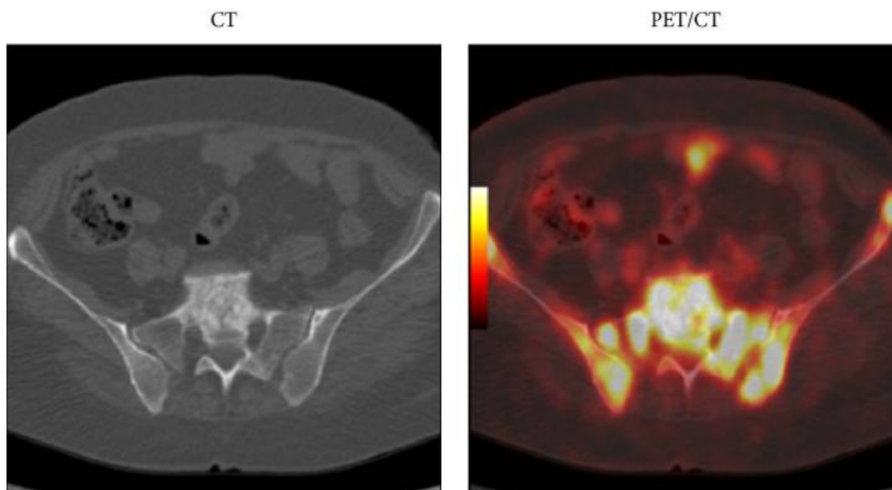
Paciente feminina de 35 anos com câncer de mama avaliada por PET/TC 18FDG pré-tratamento, mostrando múltiplas lesões metastáticas ósseas, sendo em ossos pélvicos com desenvolvimento precoce concomitante de lesão óssea metastática osteoblástica em S1.
